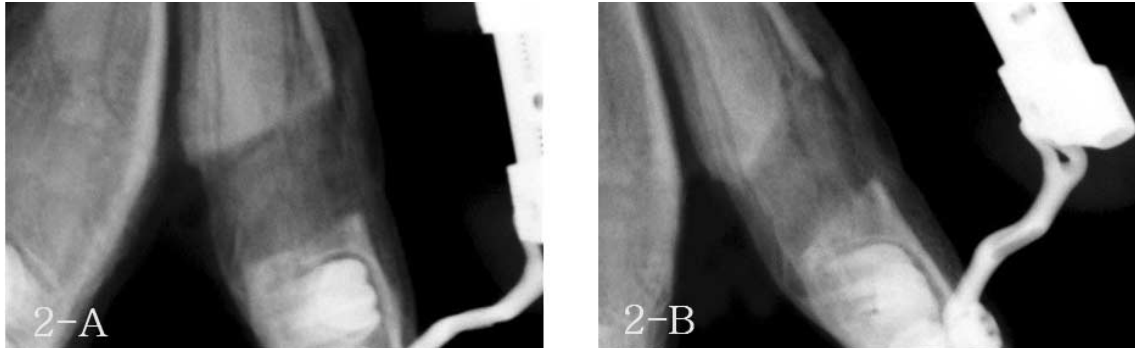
Plain radiographs at 2 weeks after the distraction in the control (A) and the experimental group (B). The discontinuity of the bone was observed at the distraction site, and the difference of radiolucency between the both groups was not noted.
